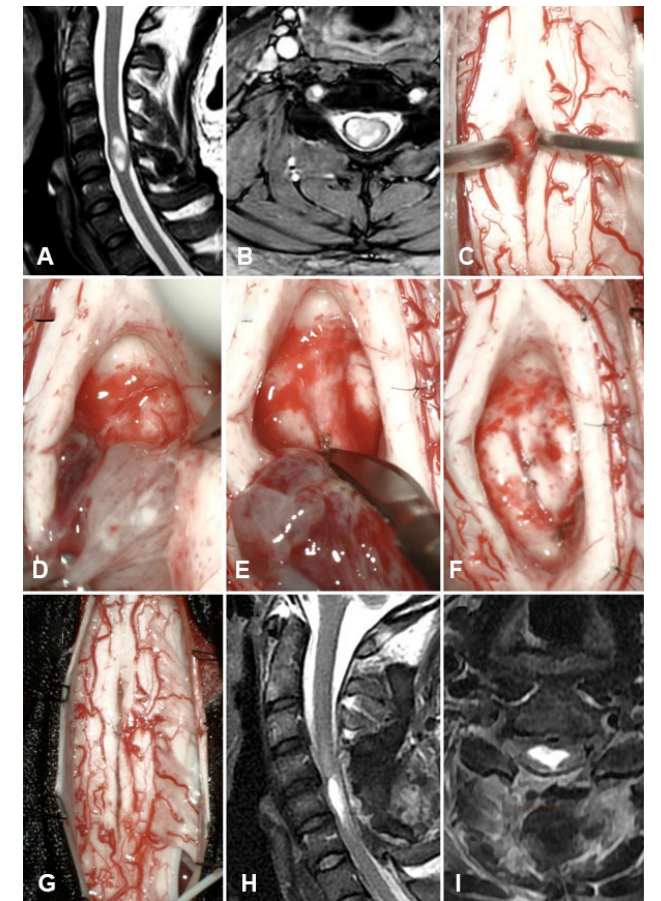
Tumor intradural-intramedular, C5, ependimoma. A-B) RM prequirúrgica. C-G) Hallazgos intraoperatorios. H-I) RM postquirúrgica.
